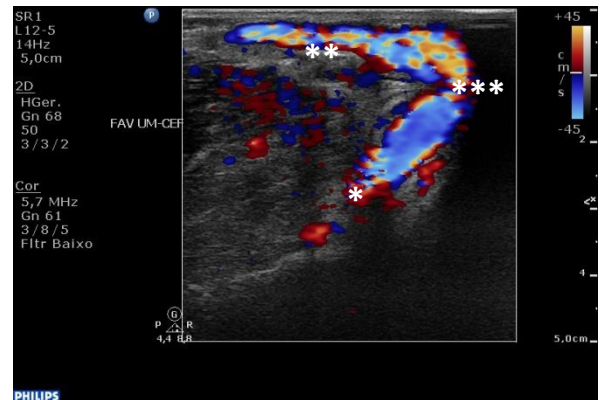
Avaliação por Doppler cor de FAV úmero-cefálica, observando-se o fluxo através da artéria umeral\*, anastomose\*\*\* até à veia cefálica\*\* (Fonte: Laboratório de Eco-Doppler do Serviço de Cirurgia Vascular - CHLN).
